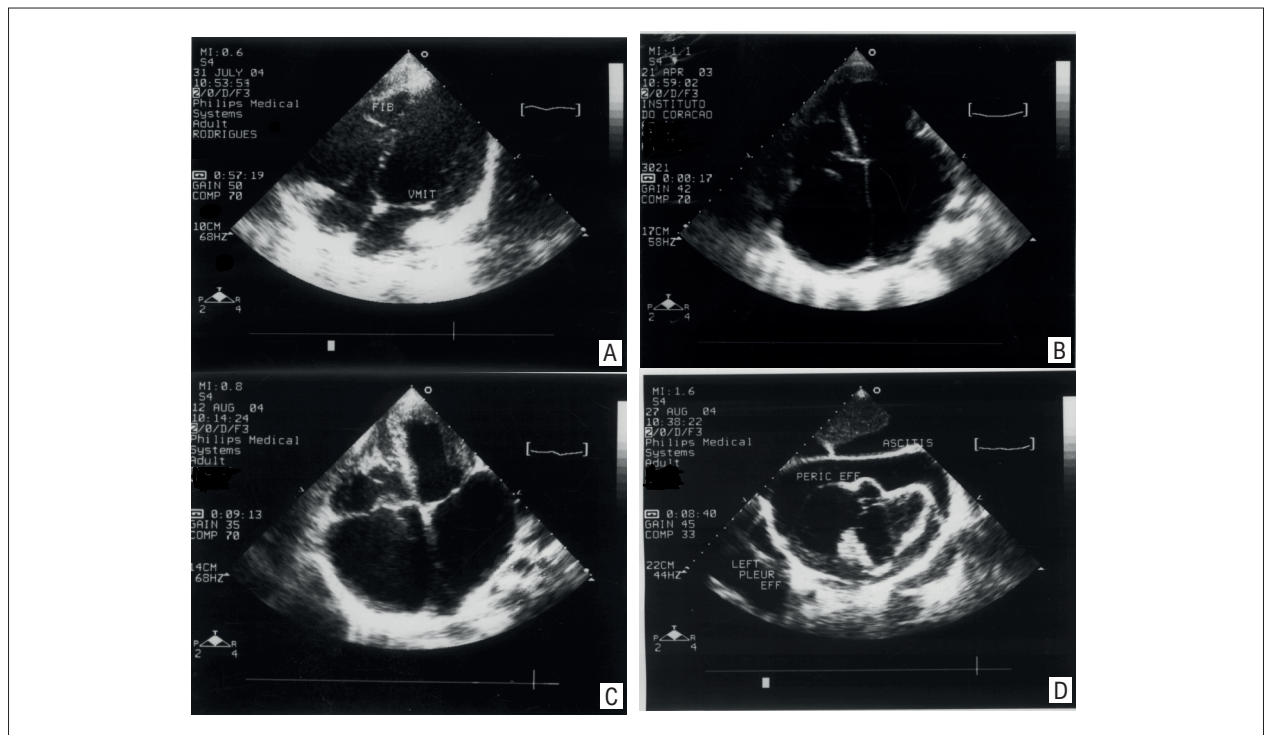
A classificação da FEM capta a diversidade na localização e severidade das alterações estruturais detectadas por ecocardiografia.
